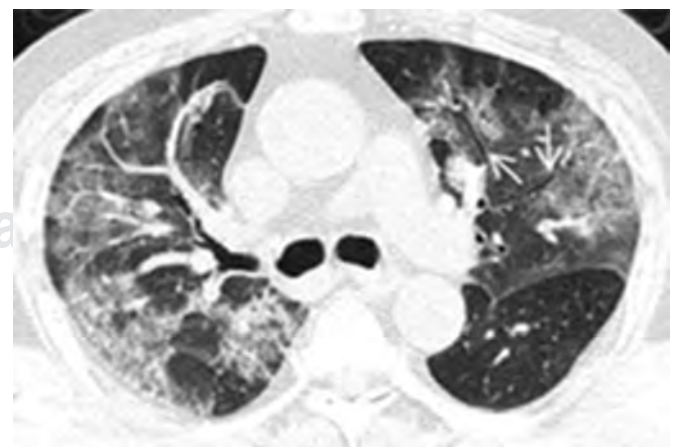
Tomografía axial computarizada de tórax en ventana pulmonar que muestra imagen en vidrio deslustrado bilateral con broncograma aéreo y derrame pleural izquierdo, correspondiente a neumonía por COVID-19.
